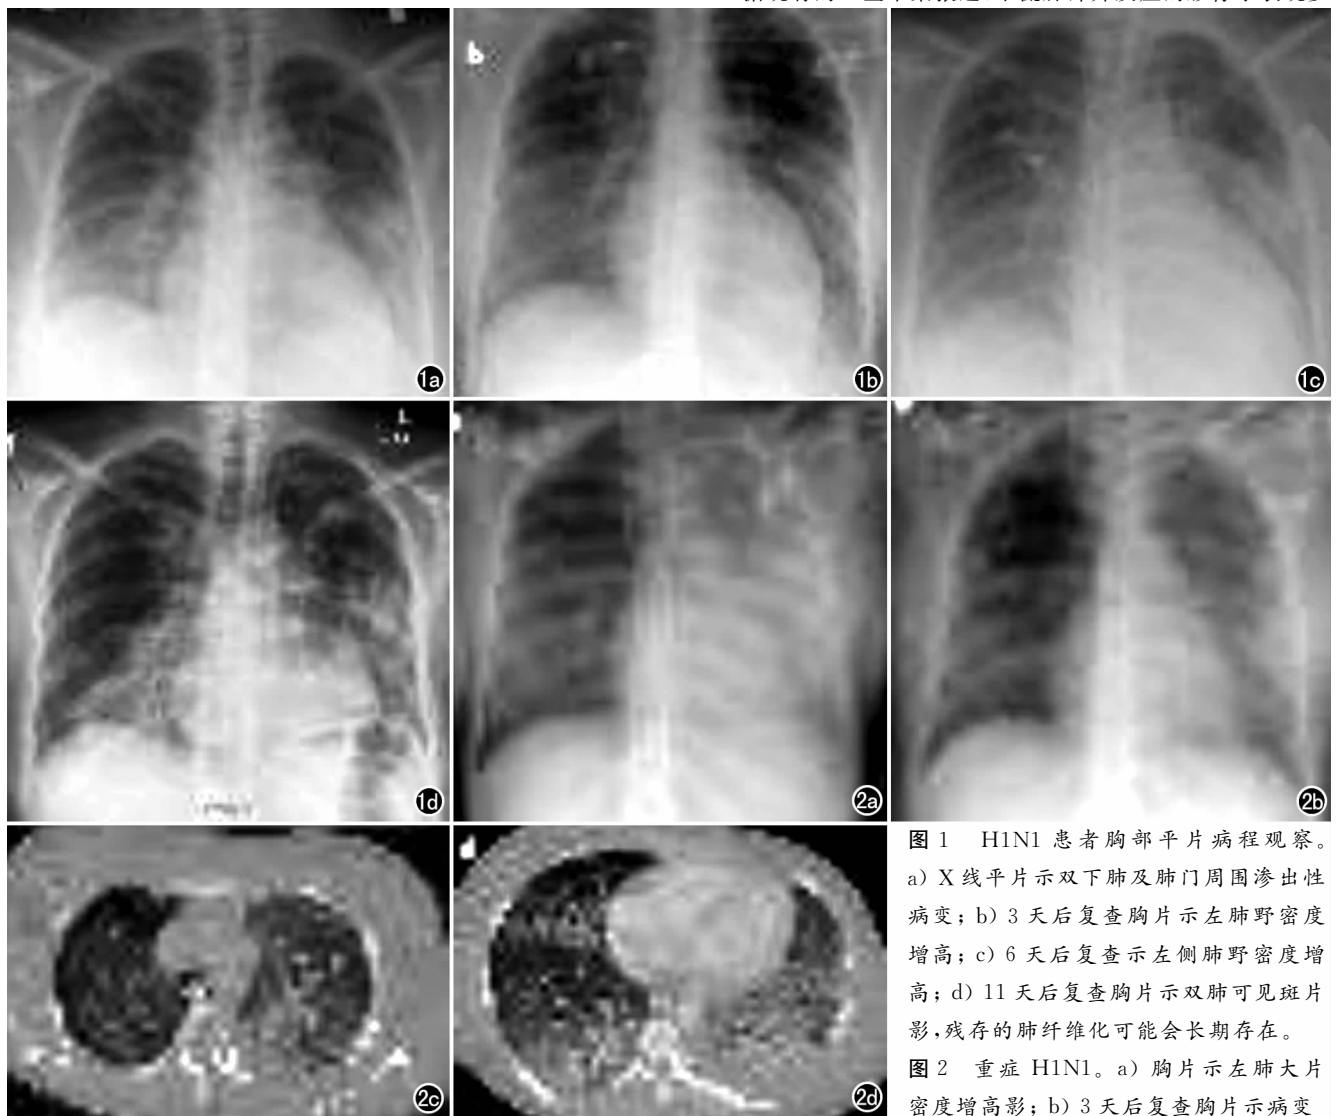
H1N1 患者胸部平片病程观察。a) X 线平片示双下肺及肺门周围渗出性病变；b) 3 天后复查胸片示左肺野密度增高；c) 6 天后复查示左侧肺野密度增高；d) 11 天后复查胸片示双肺可见斑片影，残存的肺纤维化可能会长期存在。
